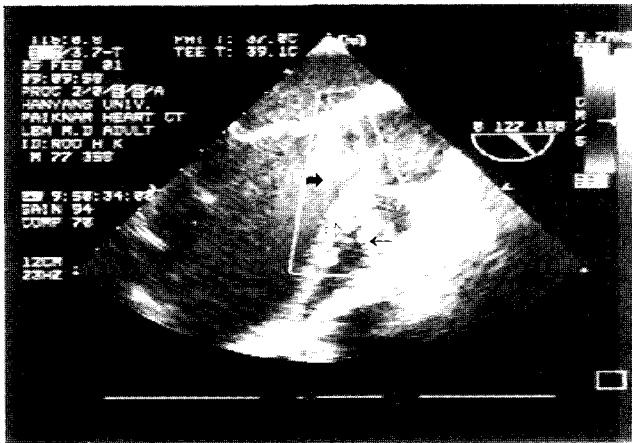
Preoperative Transesophageal echocardiography shows severe aortic regurgitation(empty arrow), subaortic membrane(solid arrow) and ventricular septal defect(thin arrow).
